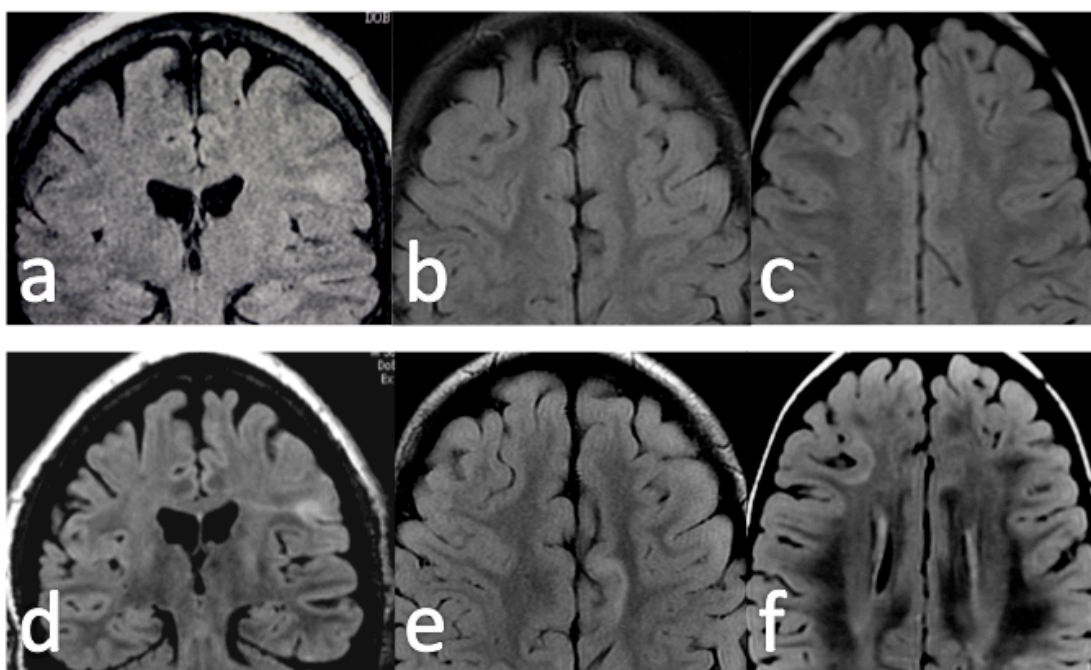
Ejemplo de mejoría de la secuencia FLAIR en 3T frente a 1,5T. Displasias corticales focales estudiadas en 1,5T (a, b y c) que son mejor visualizadas con la misma secuencia y en la misma localización en 3T (d, e y f).
